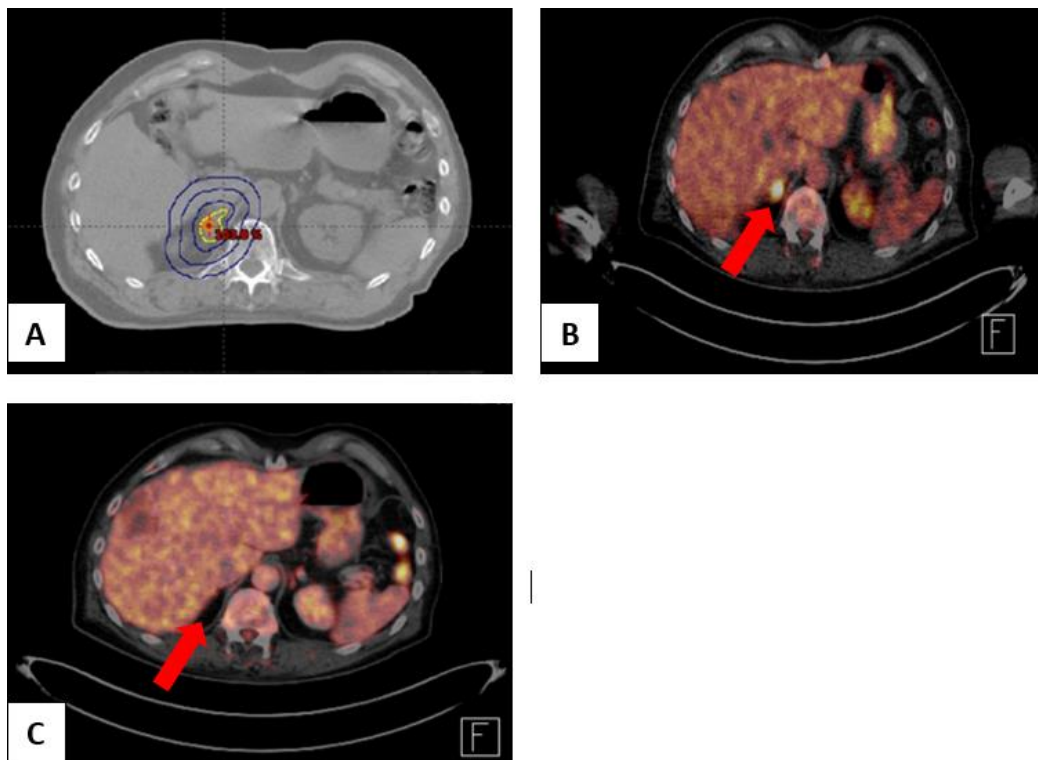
Patientenfall SBRT bei Nebennierenmetastase: Beispiel eines Patienten mit malignem Melanom, der aufgrund einer Nebennierenmetastase erfolgreich bestrahlt wurde. A Bestrahlungsplan und CT-scan vor Therapie mit 40 Gy á 8 Gy B PET-CT vor Bestrahlung (Nebennierenmetastase ist mit rotem Pfeil markiert) C PET-CT 4 Wochen nach SBRT – die adrenale Läsion ist nicht mehr sichtbar.
